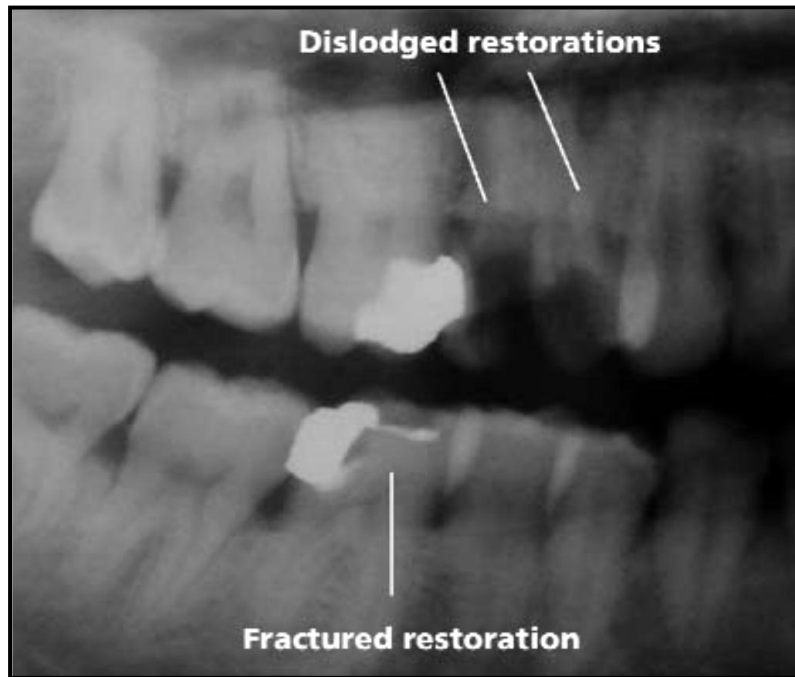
Radiografia panorâmica onde é possível observar a fractura da restauração no molar inferior e até mesmo a perda das restaurações nos pré-molares superiores num praticante de mergulho. (Peker *et al.*, 2009).
